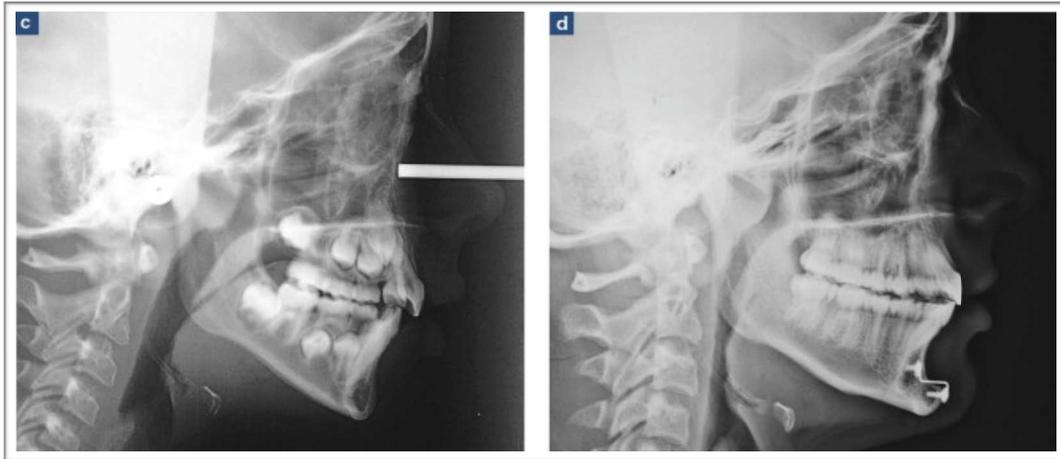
(c,d) téléradiographies de profil, comparaison de la croissance mandibulaire avant le traitement orthodontique (11,5 ans) et 24 mois en post-génioplastie (16 ans) (89)
